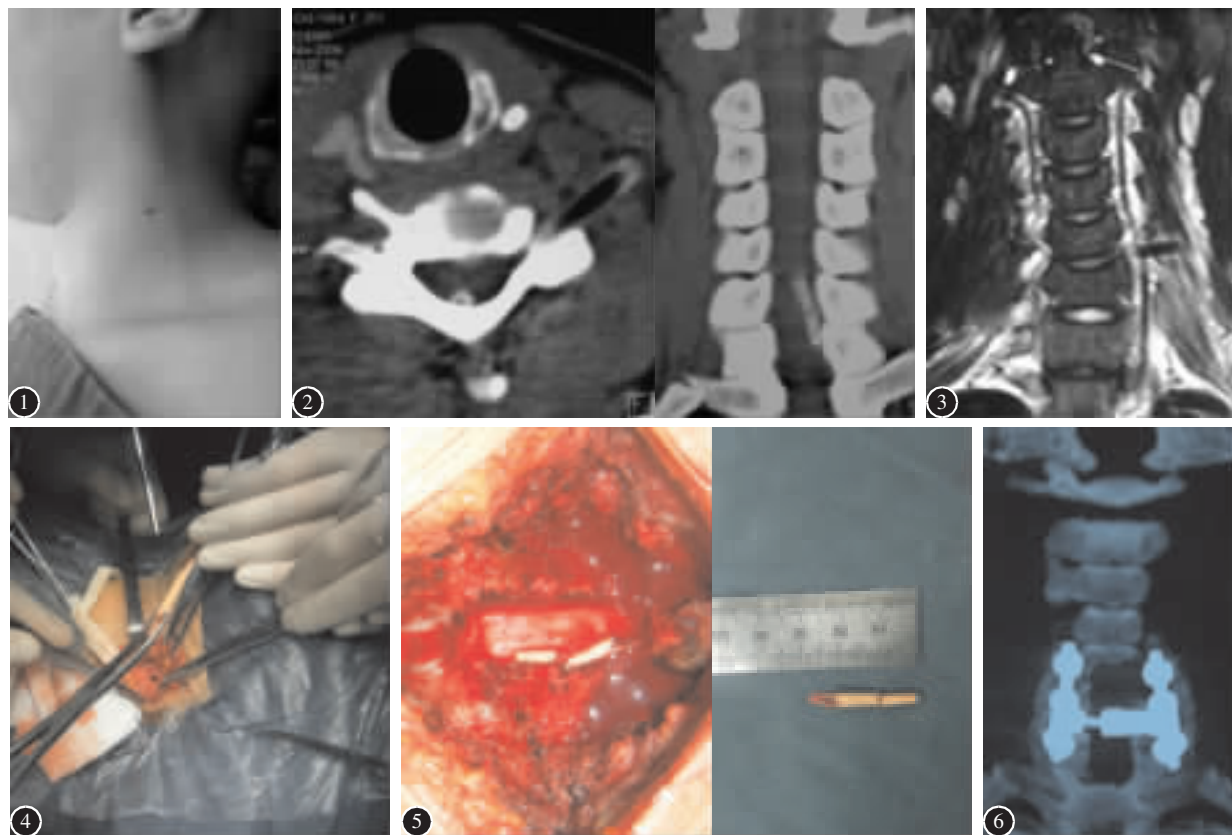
左侧胸锁乳突肌内侧缘中段可见一 0.8cm 皮肤破损,无出血 图 2 颈椎 CT 见木筷自颈 5/6 左侧椎间孔插入,椎管内外见异物残留,椎管内可见气泡,椎管内木筷断为两截 图 3 颈椎 MRI 检查见木筷自颈 5/6 左侧椎间孔插入椎管 图 4 前路探查、取出异物,橡皮片牵开为 C6 神经根 木筷长度约 4.6cm 图 5 后路探查、椎板切除减压后见木筷位于椎管内,断为两截,长度 2.8cm 图 6 术后颈椎 CT 扫描见内固定位置良好,椎管内无异物存留
